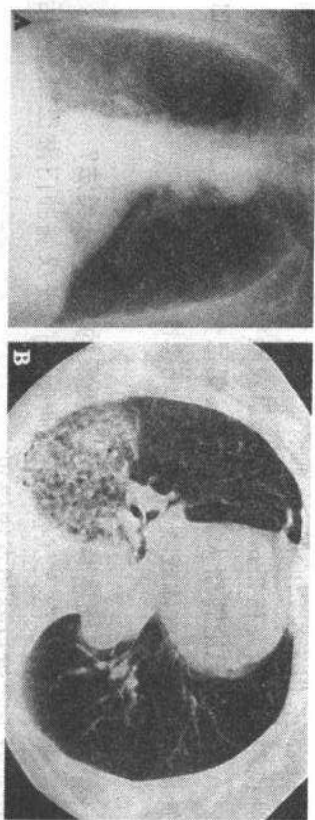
正位胸片(A)和CT(B)示右下肺叶实变影,病变在使用抗生素治疗的情况下继续发展,活检证实为支气管肺癌
